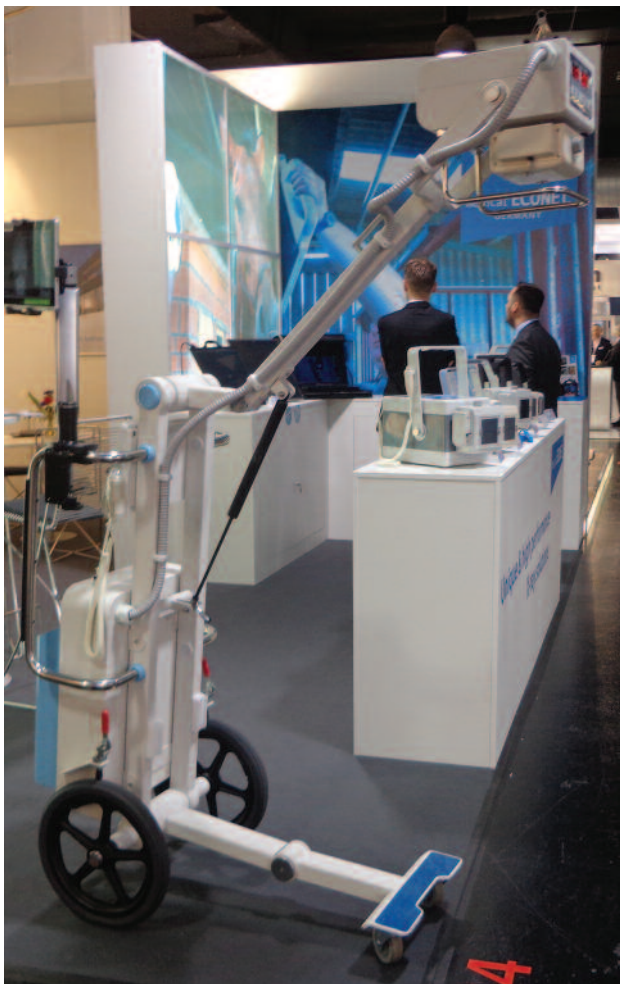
Мобільний палатний рентгенівський апарат та високочастотні переносні рентгенівські моноблоки (на задньому плані)
